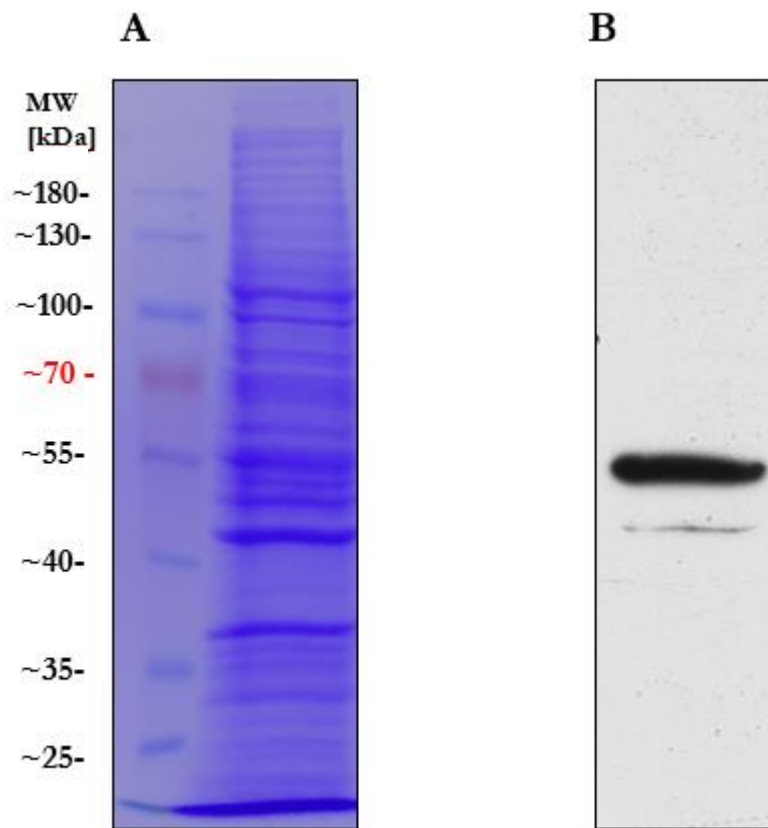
Proteinnachweis von FKBP51 in CPC241hT. A: Unspezifischer Proteinnachweis durch Coomassie-Blau-Färbung der nach ihrer molekularen Masse aufgetrennten und auf eine PVDF-Membran transferierten Proteine. Links davon zeigt sich das gefärbte Proteinmarkergemisch mit den Größenangaben des Herstellers zur ungefähren Ermittlung der molekularen Masse. B: Positiver Proteinnachweis von FKBP51 auf dem Röntgenfilm. Die obere Bande stellt sich ungefähr auf Höhe des Markers für 55 kDa dar und die untere etwas schwächer ausgeprägte Bande stellt sich zwischen 55 kDa und 40 kDa dar. Das Doppelbandenmuster entspricht den Angaben des Herstellers im mitgelieferten technischen Datenblatt des Antikörpers. Dargestellt ist ein repräsentatives Ergebnis dreier unabhängiger Experimente.
